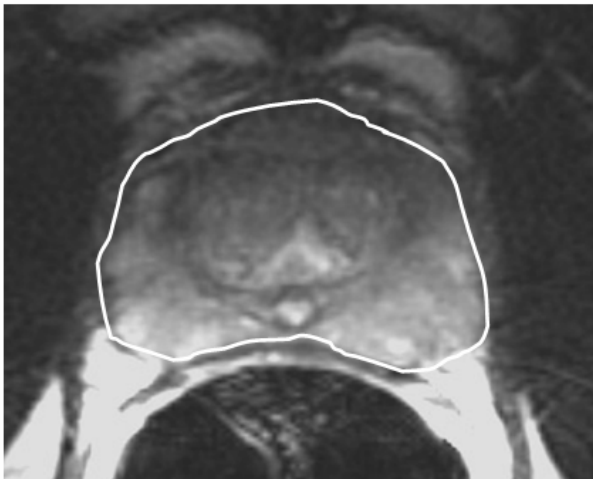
Beispiel einer freihändig eingezeichneten „Region of Interest“ zur Planimetrie der gesamten Prostata in einem axialen T2-gewichteten MRT-Bild der Prostata.
